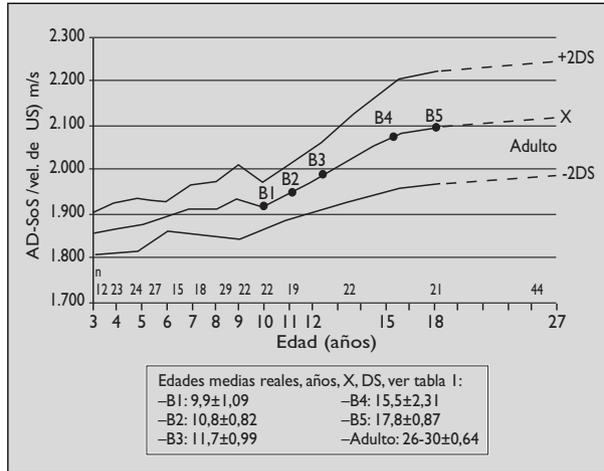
Evolución de la masa ósea por ultrasonidos según estadio prepuberal, puberal y adulto en mujeres.
